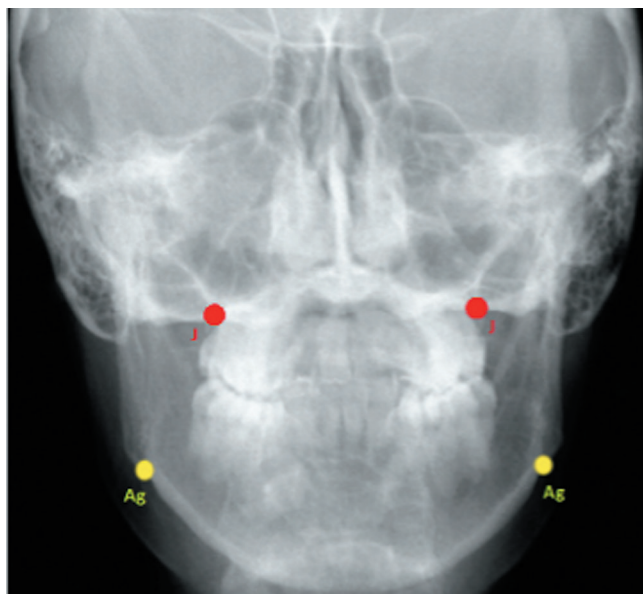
Телерентгенограмма головы в прямой проекции. Измерение ширины верхней и нижней челюстей по методу Ricketts.
